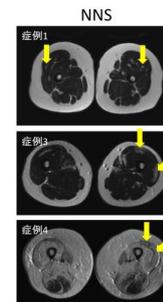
NNS 症例の大腿部 MRI (T2WI)
